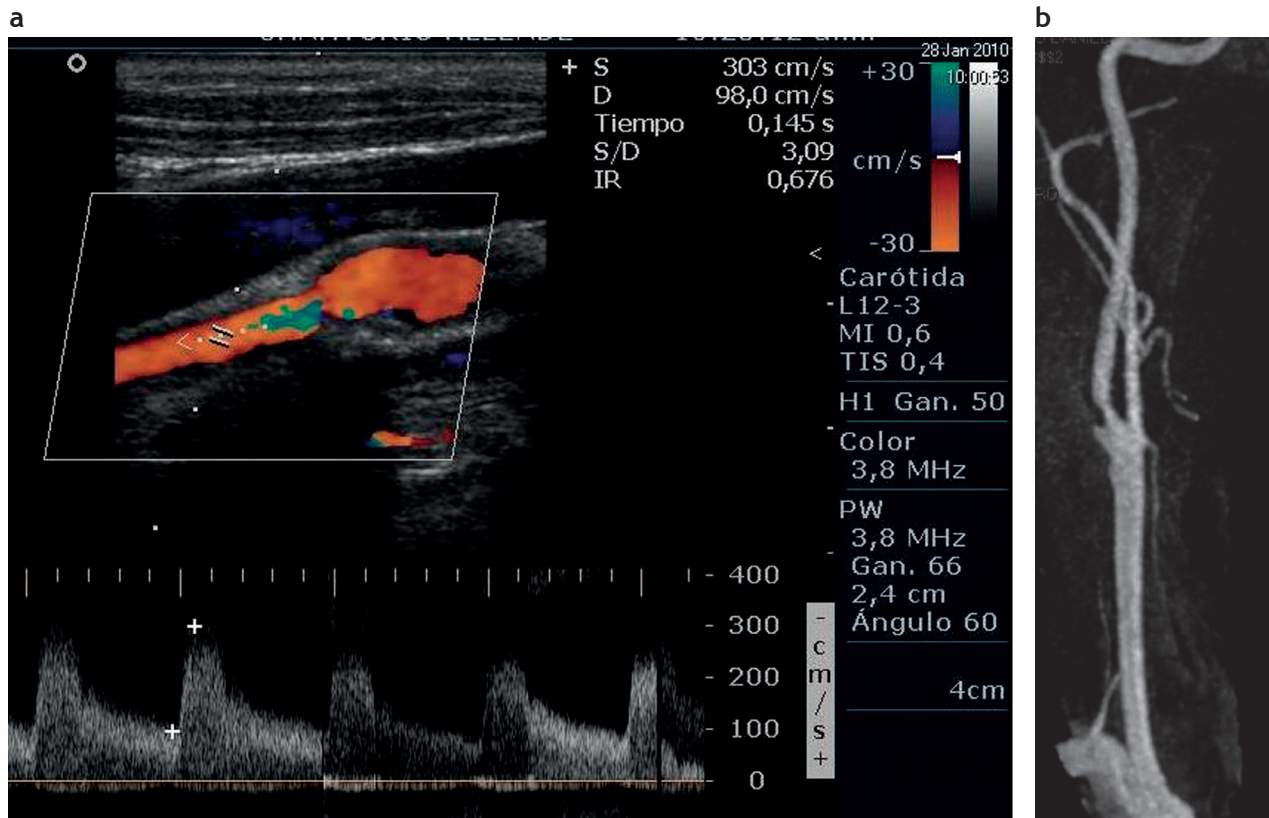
(a) y (b) La ecografía Doppler color y la angiografía por resonancia magnética con gadolinio muestran una discordancia en cuanto a la superficie de la placa. La ecografía Doppler color no evidenció la úlcera que sí se observa en la angiografía por resonancia magnética con gadolinio.
